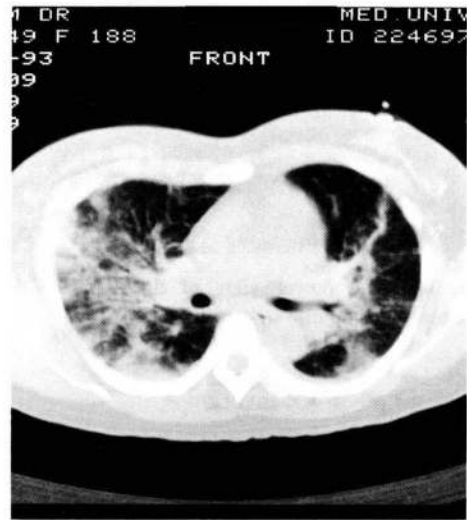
Chest CT scan shows diffuse interstitial shadows, thickening of broncho-vascular bundles and bilateral pleural effusions.
